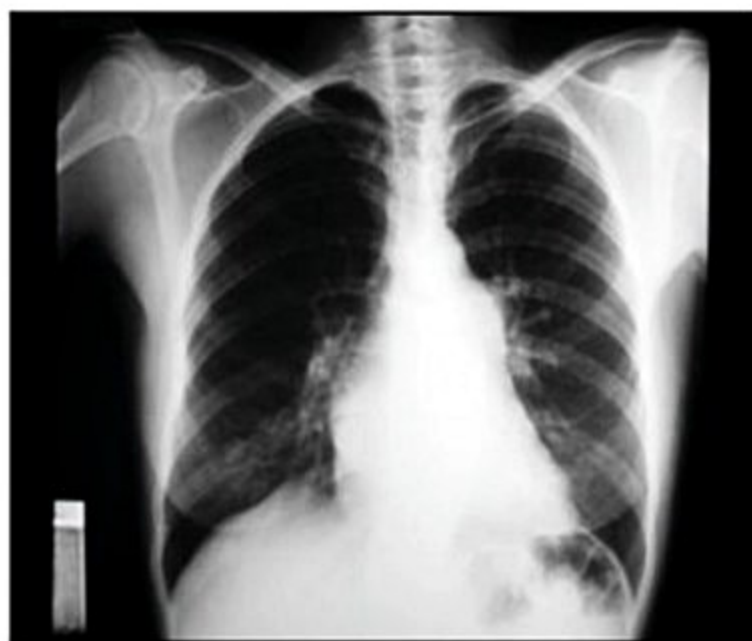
Radiografia de tórax na estenose mitral importante. Radiografia evidenciando dilatação biatrial, hipertensão pulmonar e ventrículo esquerdo normal.
